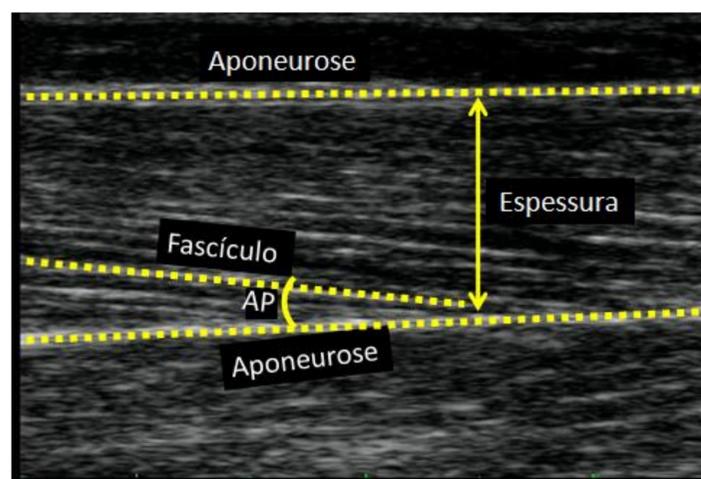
Imagem de ultrassonografia.  $\alpha$  = ângulo de penação.
